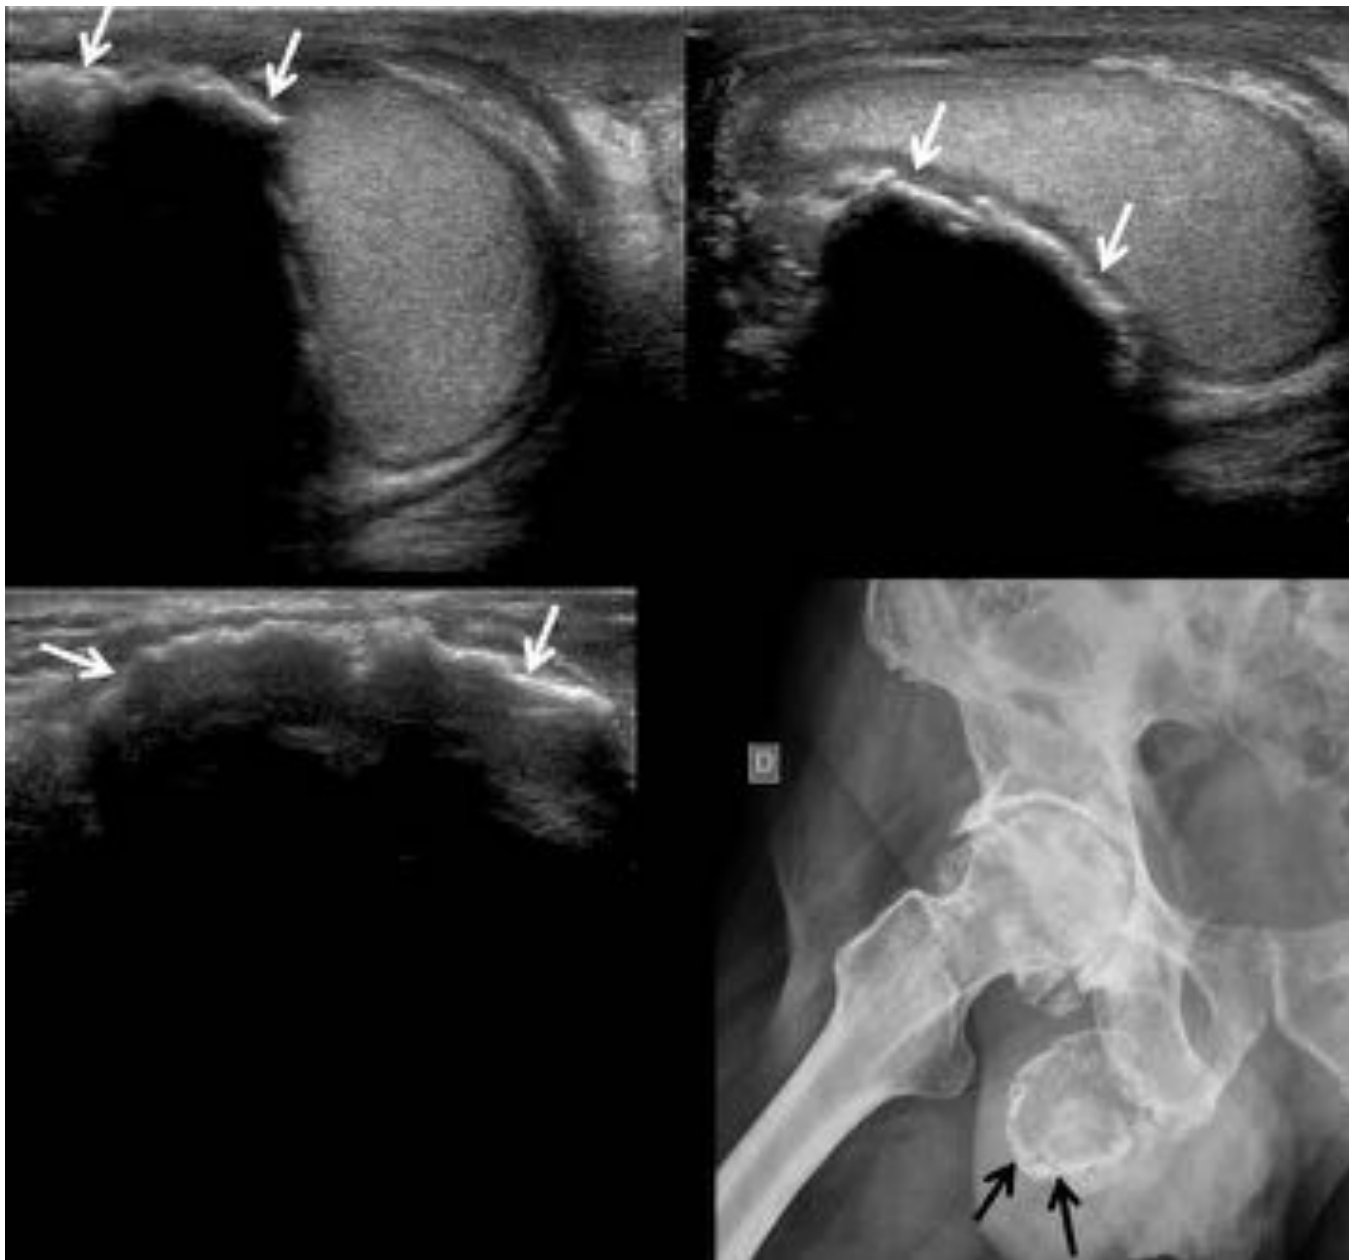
Hematoma calcificado. Calcificación paratesticular derecha (flechas) de gran tamaño, que hace efecto de masa sobre el testículo ipsilateral, también visible en una radiografía de pelvis previa.
